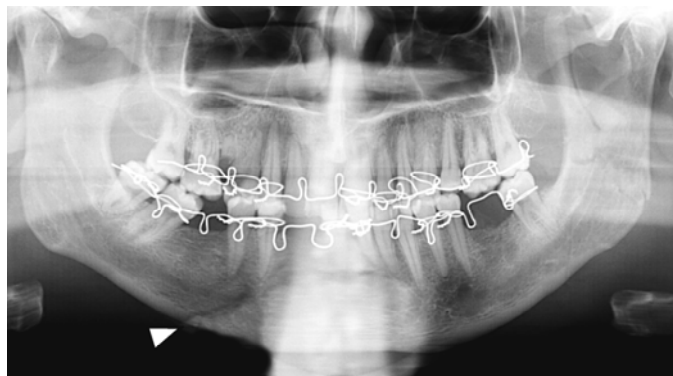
Рентгенограма зламу нижньої щелепи у хворого П., 35 років, по закінченні репозиції відламків
